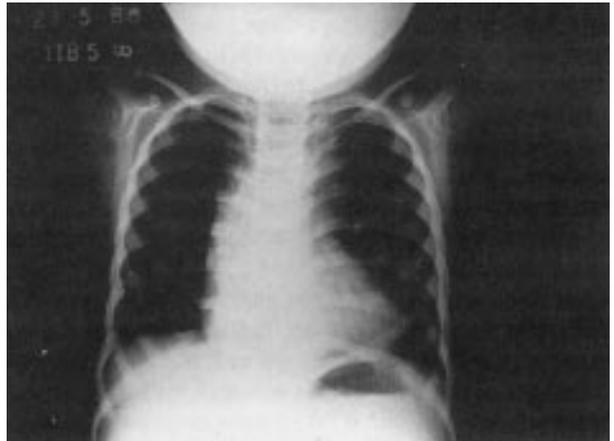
Radiografia do tórax pós-operatória.
